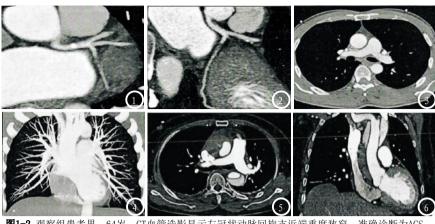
观察组患者男,64岁,CT血管造影显示左冠状动脉回旋支近端重度狭窄,准确诊断为ACS。 图3-4 观察组患者男,54岁,CT血管造影无明显病变征象,PE漏诊。图5-6 观察组患者男,68岁,CT血管造影显示主动脉瘤与双侧胸腔积液,准确诊断为AD。
